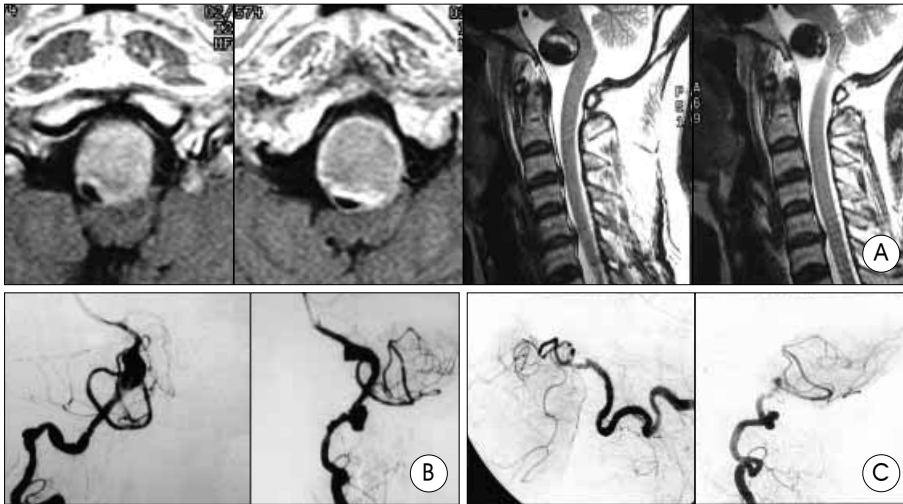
Mass effect case : A 46 year-old woman presented with mild left upper extremity weakness. A : Initial upper cervical sagittal and axial magnetic resonance image show double lumen sign with thrombosis and this mass compresses medullocervical junction. B : Angiographic image shows fusiform aneurysm of left vertebral artery-posterior inferior cerebellar artery(PICA) junction. C : Angiographic image after PICA transposition shows PICA originating from proximal vertebral artery and removal of dissecting aneurysm.
